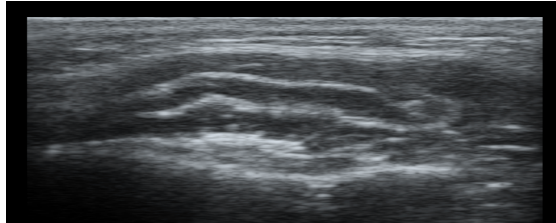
maksimum ısırma pozisyonunda elde edilen ultrasonografik görüntü üzerinde masseter kas kalınlığının ölçülmesi
